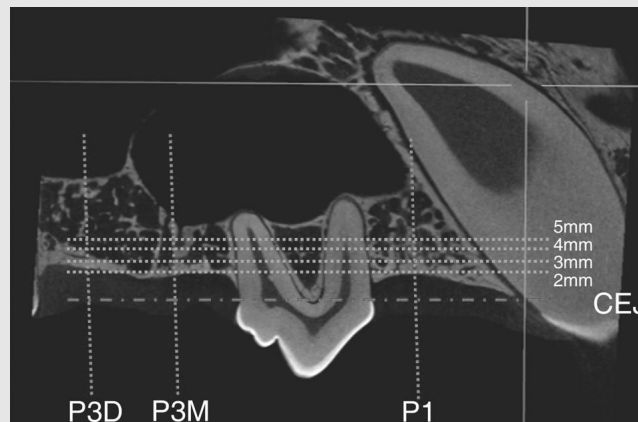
Radiographic analysis. CEJ of the 2nd premolar was selected as a reference. Bucco-lingual width of the alveolar ridge at 1st premolar and each root (mesial and distal) of 3rd premolar was measured below 2mm, 3mm, 4mm, and 5mm from the reference.
